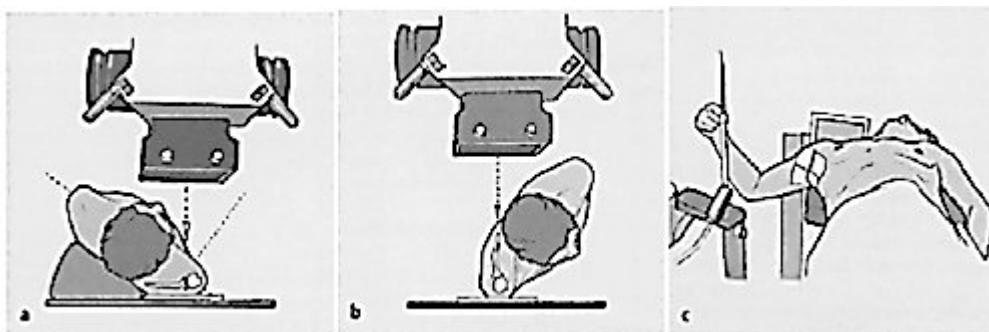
Рентгенологические проекции при исследовании проксимального отдела плечевой кости.
